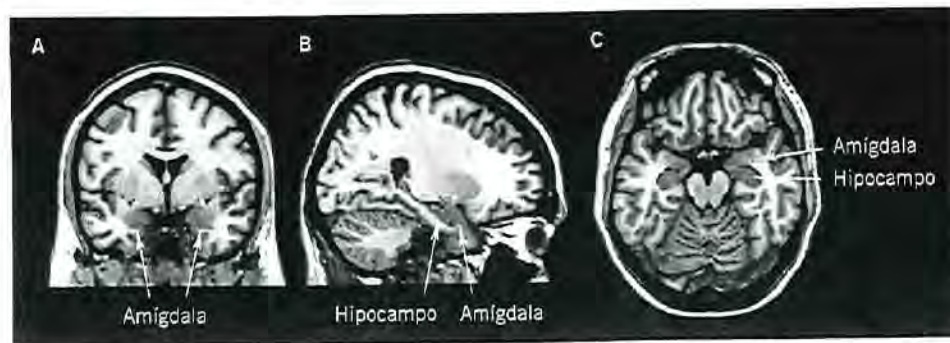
Situación de la amígdala con respecto al hipocampo en secciones coronal (A), sagital (B) y axial (C) de resonancia magnética cerebral.
